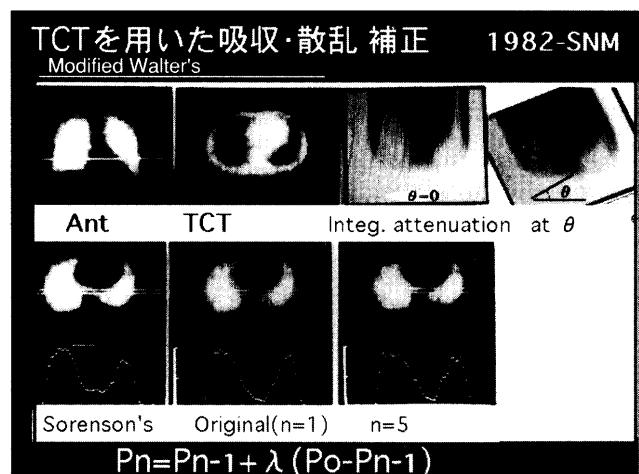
肺血流SPECTの吸収、散乱補正。
